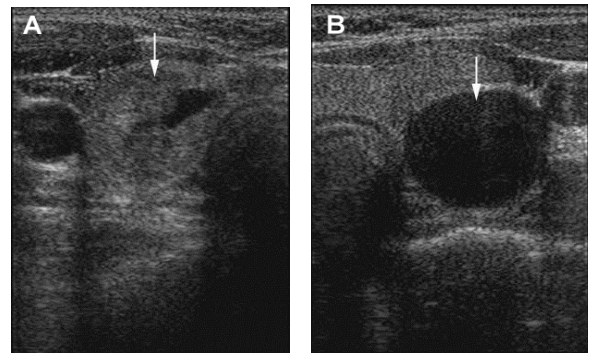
Thyroid ultrasonography shows a heterogenous, hypoechoic mass (arrow) with central anechoic area in the right lobe of the thyroid gland (A) and a cyst (arrow) with posterior acoustic enhancement in the left lobe of the thyroid gland (B).
